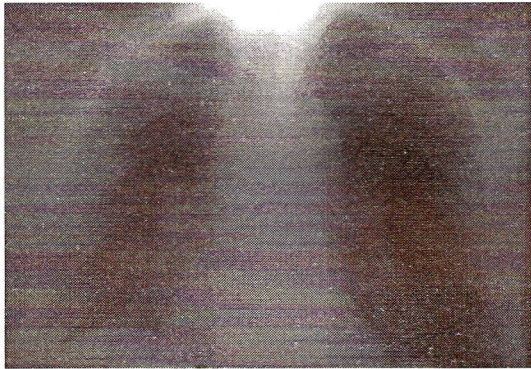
Radiografía de tórax un mes luego del alta.
